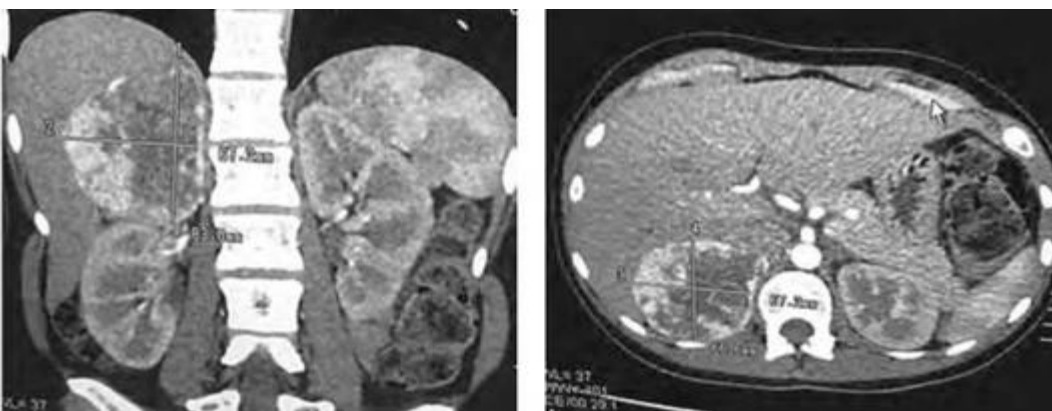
Пациентка С. Мультиспиральная компьютерная томограмма брюшной полости и забрюшинного пространства с контрастированием
